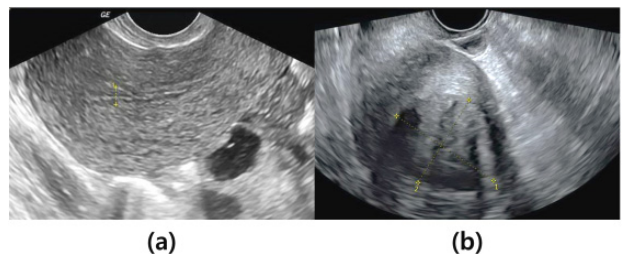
Transvaginal sonography image of (a) normal uterus and (b) uterine myoma
